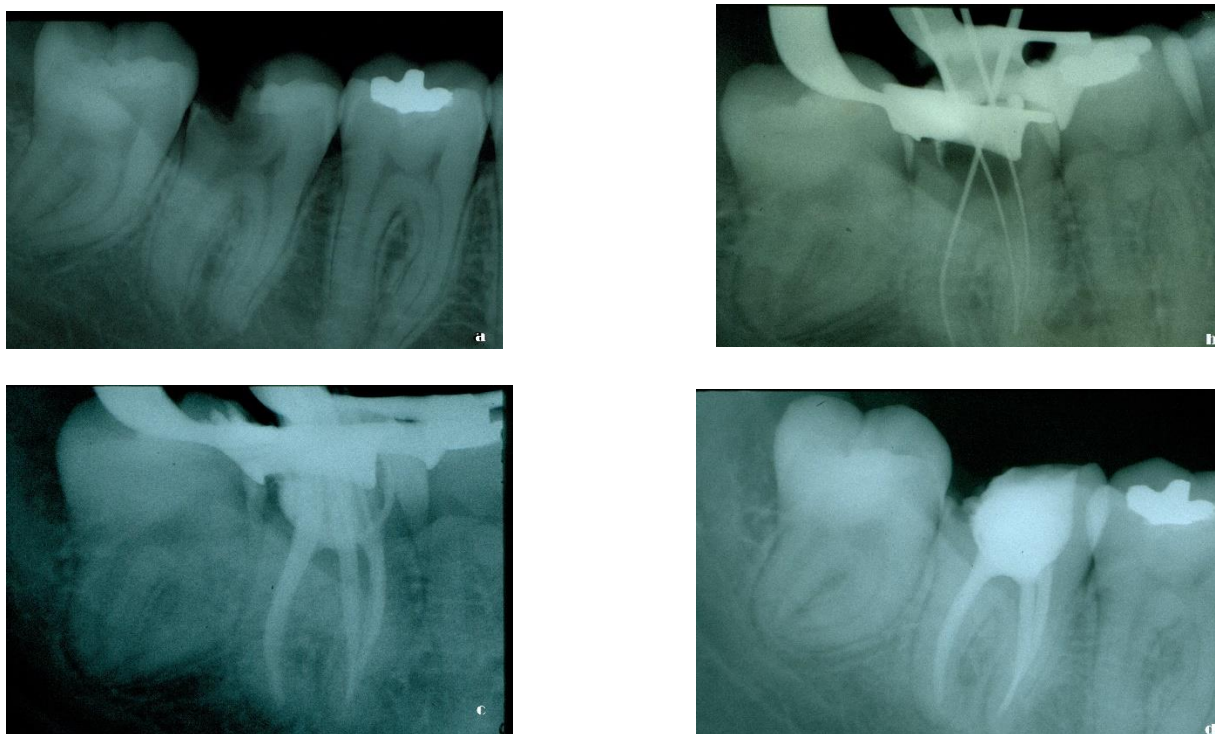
En la primera cita se hace la Historia Clínica, se determina la cavometría e instrumentación ,—a Radiografía inicial —b Radiografía de cavometría segunda cita rectificación de Instrumentación con Flex r mesiobucal 40 mesiolingual 35 y distal 45 — c Radiografía penacho se obtura con cemento sellador root zoe -d Radiografía de control a 1 mes .
